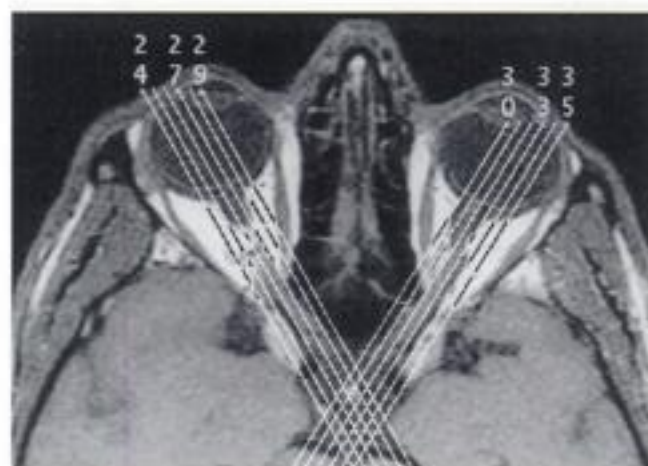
Séquence de repérage des coupes IRM sagittales obliques dans l'axe moyen du nerf optique.
